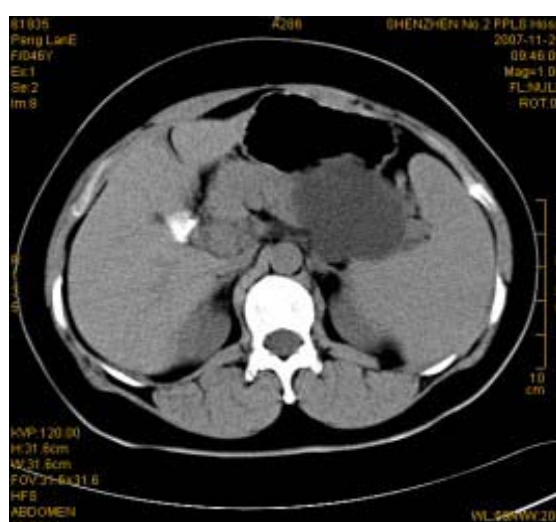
粘液性囊腺瘤CT：囊性低密度影，密度均匀，边界规整增强后未见强化，与周围间隙清楚。
